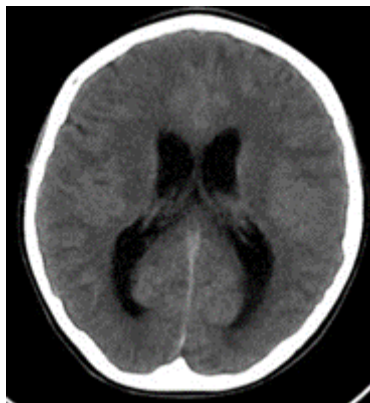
TC-CE com ectasia do sistema ventricular supratentorial e realce leptomeníngeo ao nível das cisternas perimesencefálicas.
